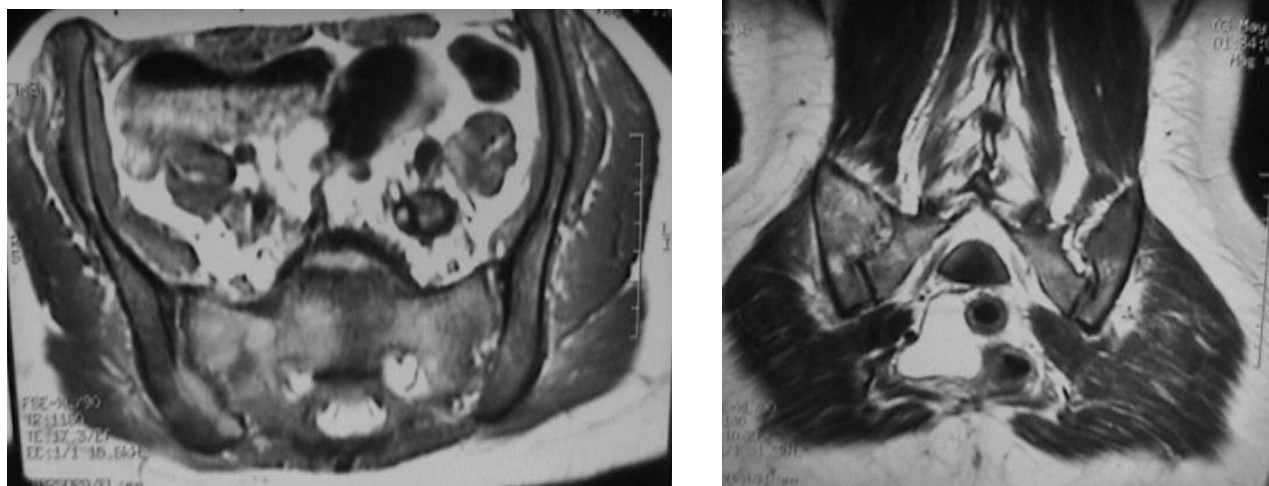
IRM axiale T2 et coronale T2 montrant une infiltration sacrée.
